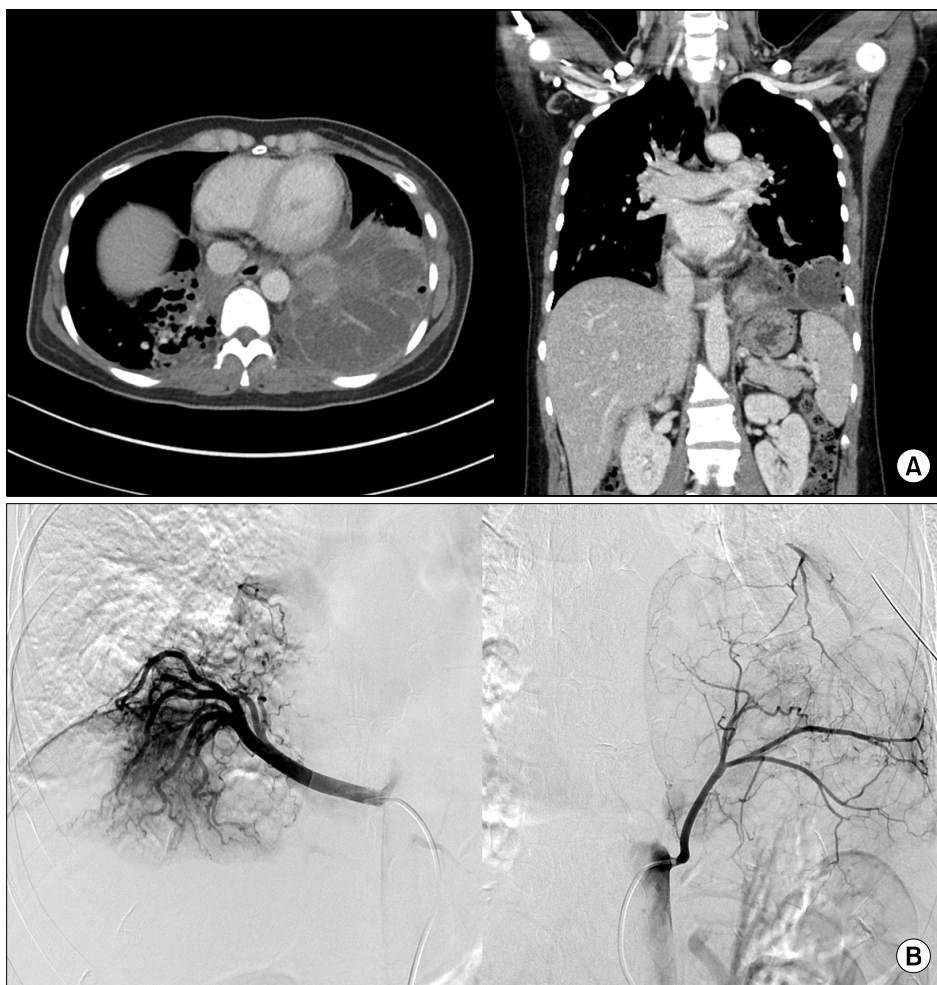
(A) The initial chest CT showed multisepated cystic mass in both lower lobe with fluid collection, prominent systemic collaterals from descending thoracic aorta supply to the both lower lobe. (B) Selective aortogram showed the aberrant systemic artery supplying to sequestered lung in both lower lobe from descending thoracic aorta. CT: computed tomography.
